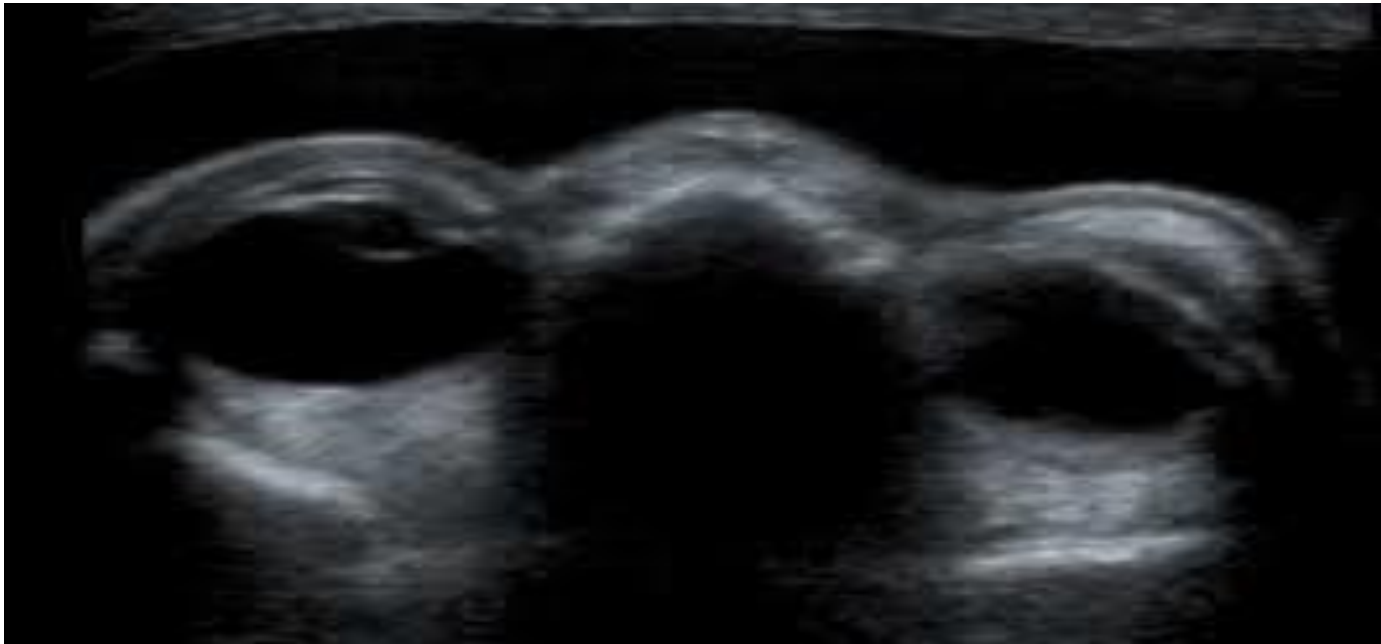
Aspect échographique de la face objectivant un hypertélorisme [11].
